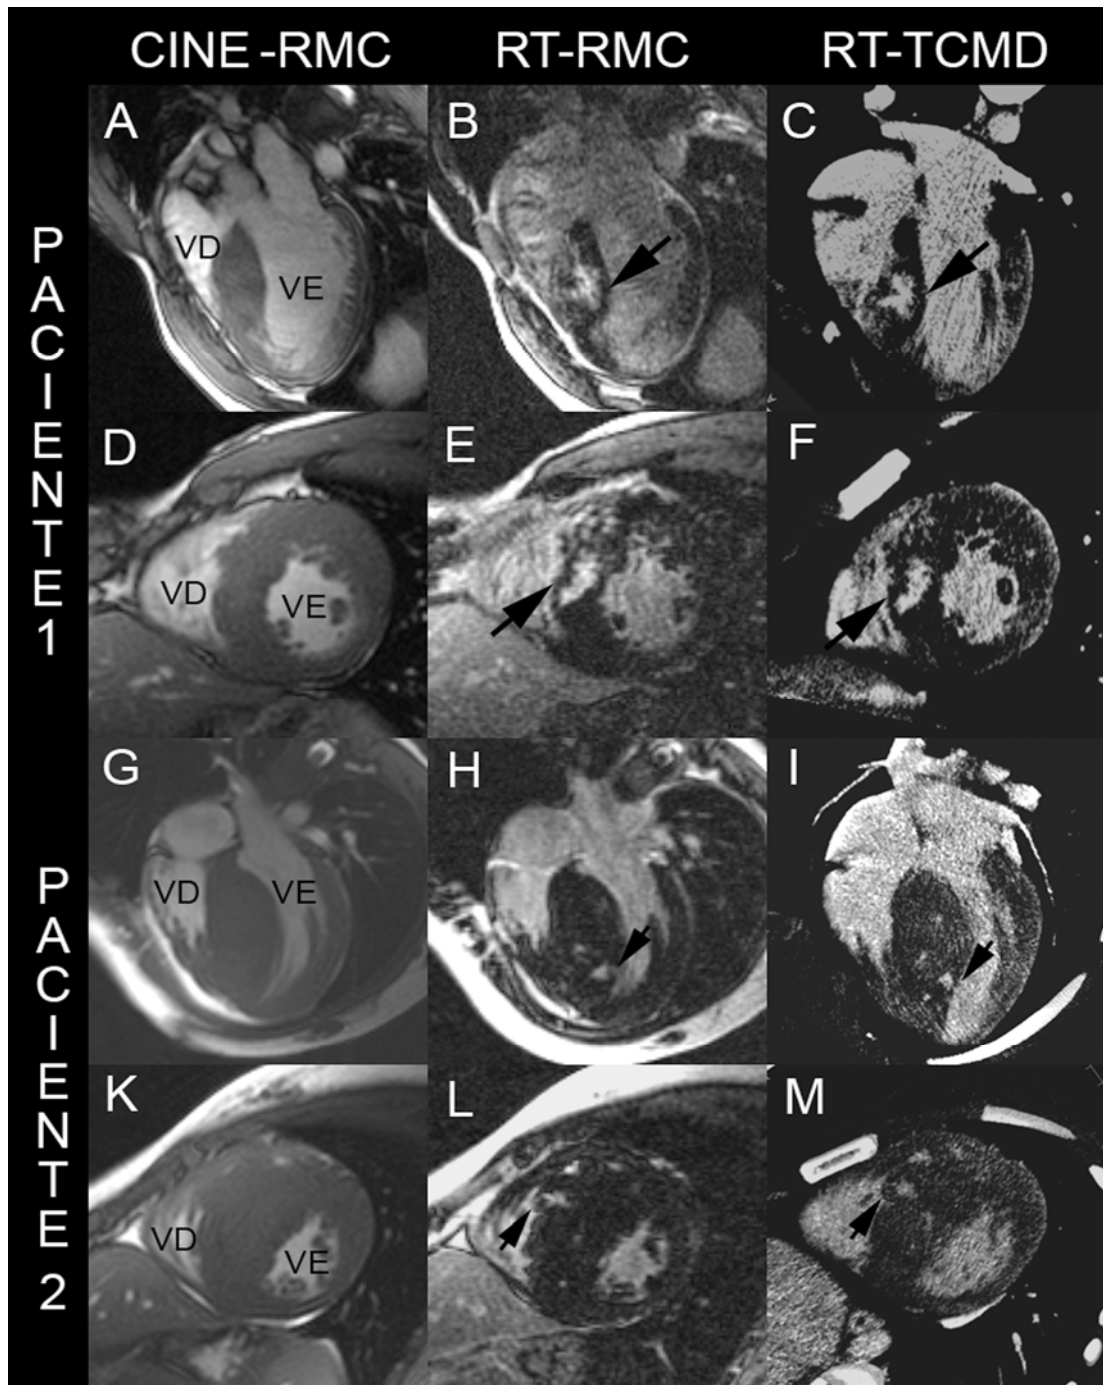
Análise visual entre as técnicas do realce tardio para avaliação da fibrose miocárdica pela Tomografia e pela Ressonância Magnética
